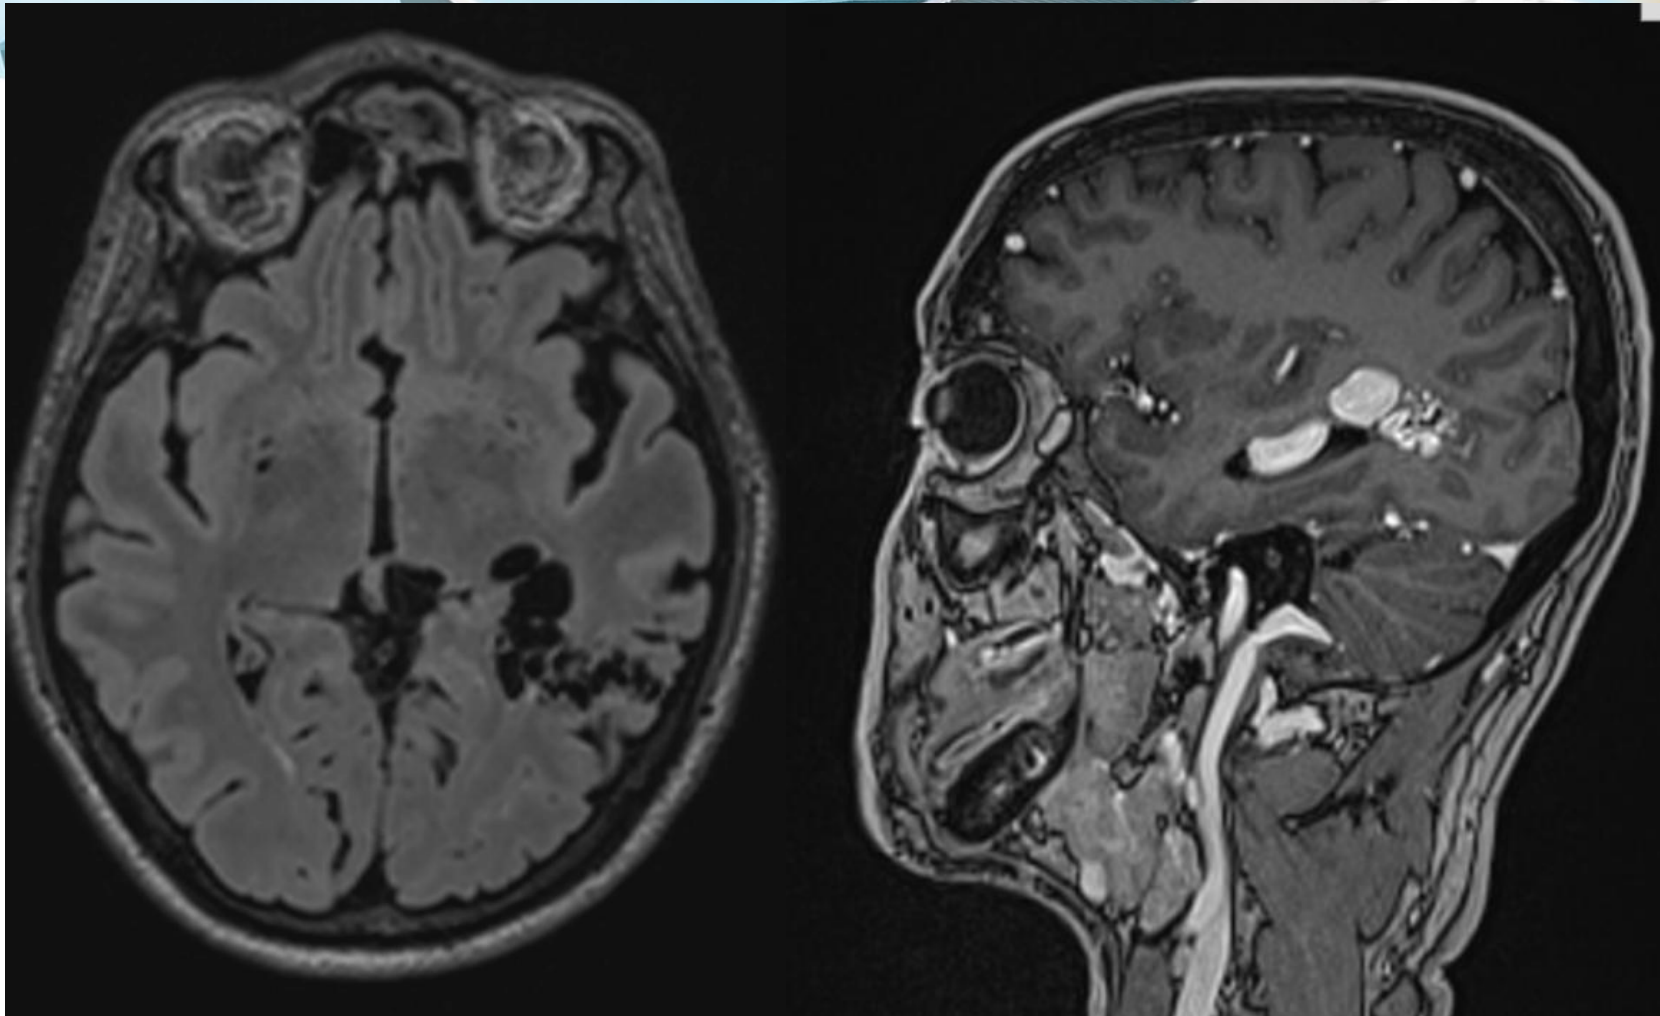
RM del mismo paciente en la que se observa el vacío de flujo en secuencia FLAIR T2 en el segmento incluido de la arteria aferente y el nidus de la MAV (imagen de la izquierda). En la secuencia T1 con contraste iv se observa la MAV en territorio témporo-parieto-occipital izquierdo.
